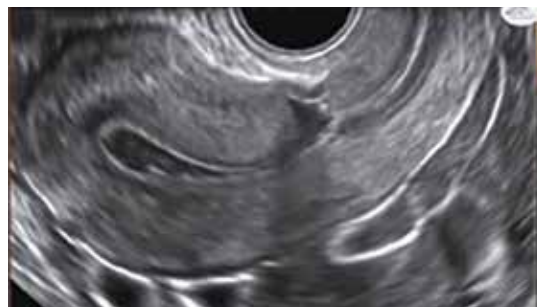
Ultrassonografia 3D, aquisição sagital pela via endovaginal em útero com defeito de cicatriz de cesárea. Observa-se que há acúmulo de líquido.
